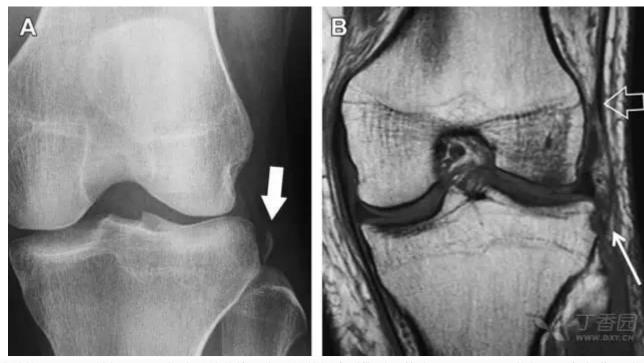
一位足球运动员的 Segond 骨折。A 正位片示关节线下方胫骨外侧皮质撕脱(箭头)。B MRI 冠状位 T1 加权像示附着于髂胫带的骨折碎片(空箭头)
